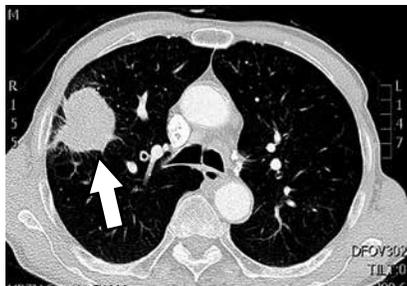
Error cometido durante la redacción y entrega del informe, categoría Falta de información o informe sin cerebro. En la TC se ve una neoplasia en el pulmón derecho (flecha) y la conclusión del informe es "masa pulmonar" sin ninguna opinión adicional.
